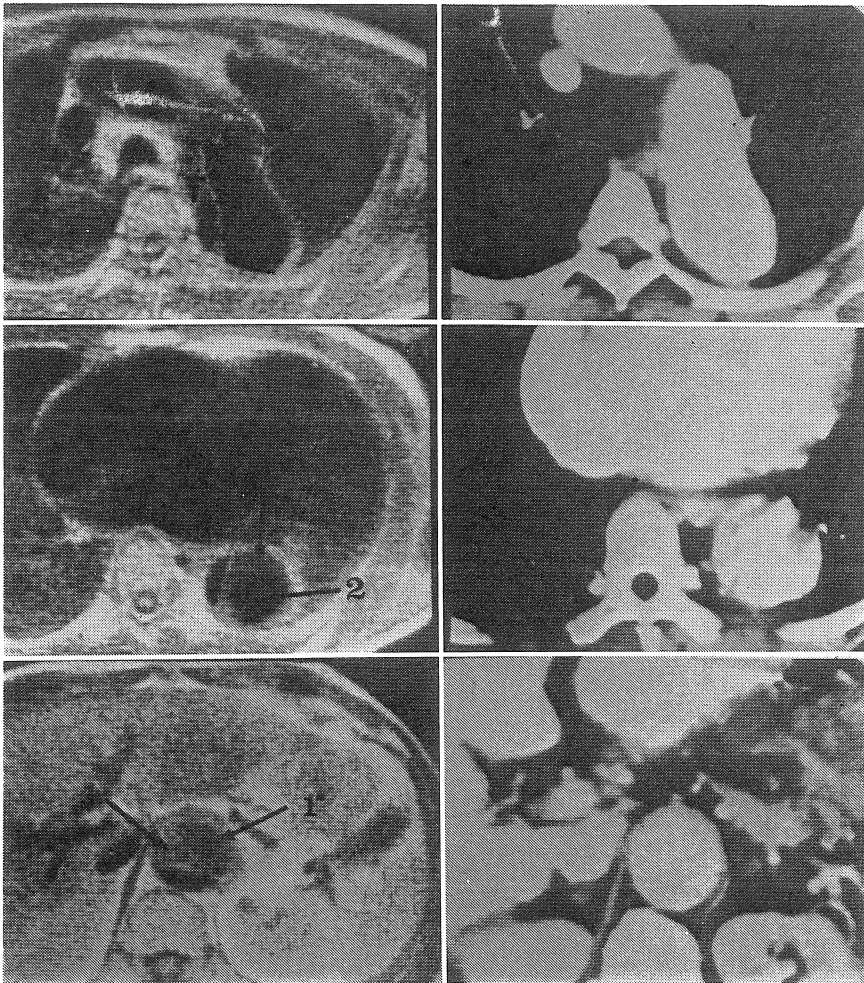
NMR-CT では真腔 (T) は低信号として描出される。しかし、解離腔には、淡い信号 (1, 1*) を認め、真腔より血流が遅いことがわかる。また解離腔内にも低信号 (2) があり血流の速い部分も存在する。X-CT では解離腔の血栓形成は認められない。
